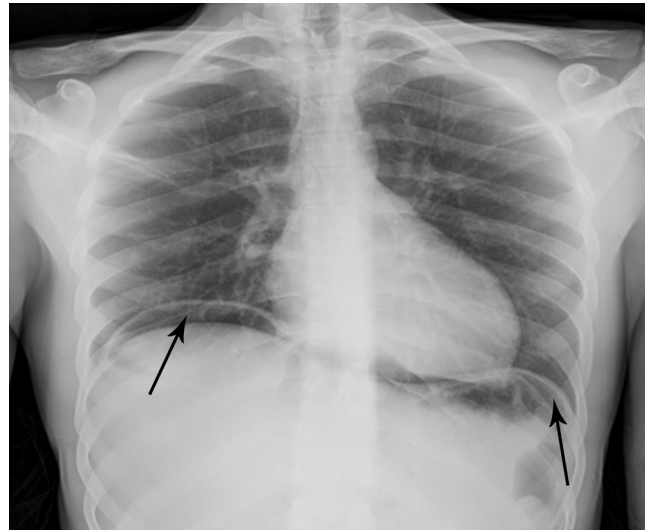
Radiographie de thorax (centré sur les coupoles), face. Flèches : hyperclarté sous-diaphragmatique bilatérale
